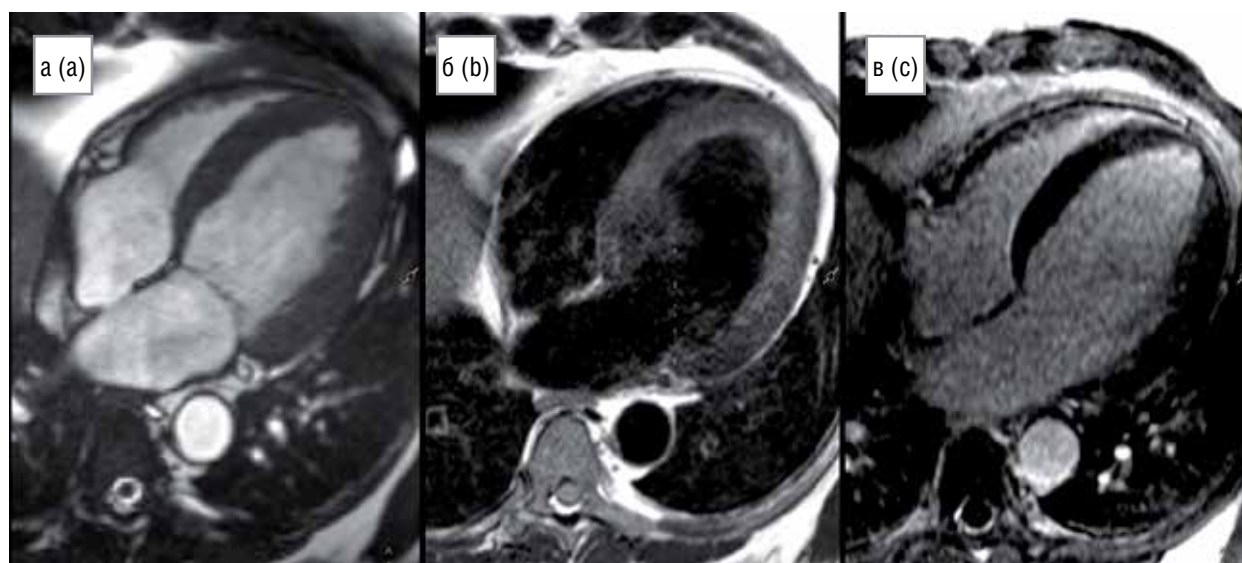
МРТ сердца [собственные данные]
